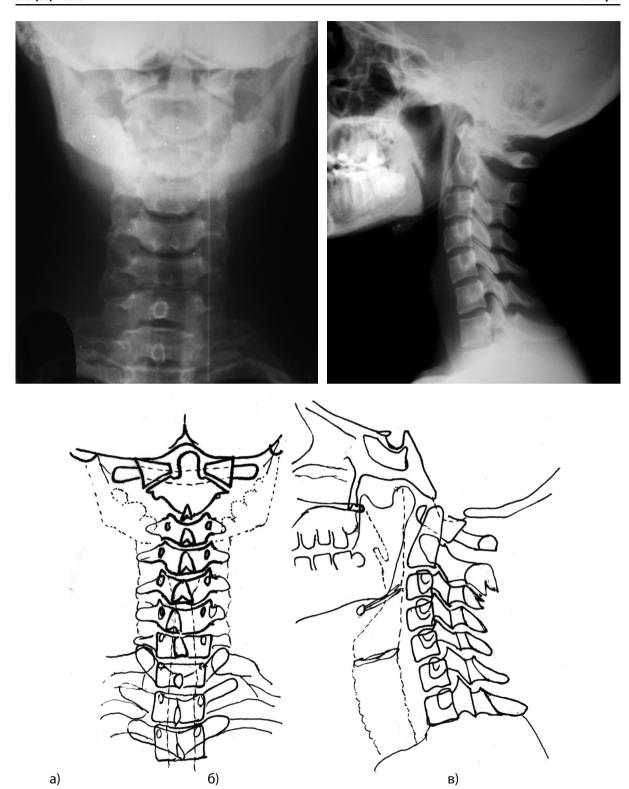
Рентгенограммы шейного отдела позвоночника
